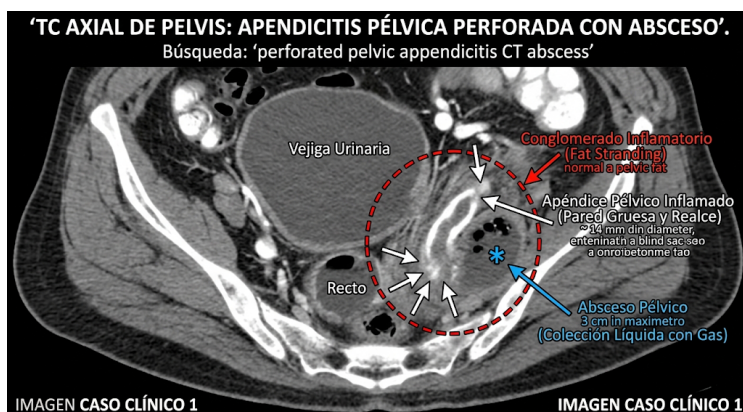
IMAGEN CASO CLÍNICO 1: TC axial, ventana de tejidos blandos, pelvis, fase venosa. Se observa la vejiga urinaria anterior (gris, llena de líquido). Inmediatamente posterior, en el espacio rectovesical, se señala con un círculo discontinuo rojo un conglomerado inflamatorio denso ("fat stranding"). En su interior, con flechas blancas, una estructura tubular de paredes muy gruesas, que capta intensamente el contraste (blanco brillante), midiendo 14 mm de grosor, terminando en saco ciego. Junto a ella, una colección líquida de 3 cm con burbujas de aire en su interior (asterisco azul). El ciego (ubicado superiormente) es normal. Búsqueda: "perforated pelvic appendicitis CT abscess".
